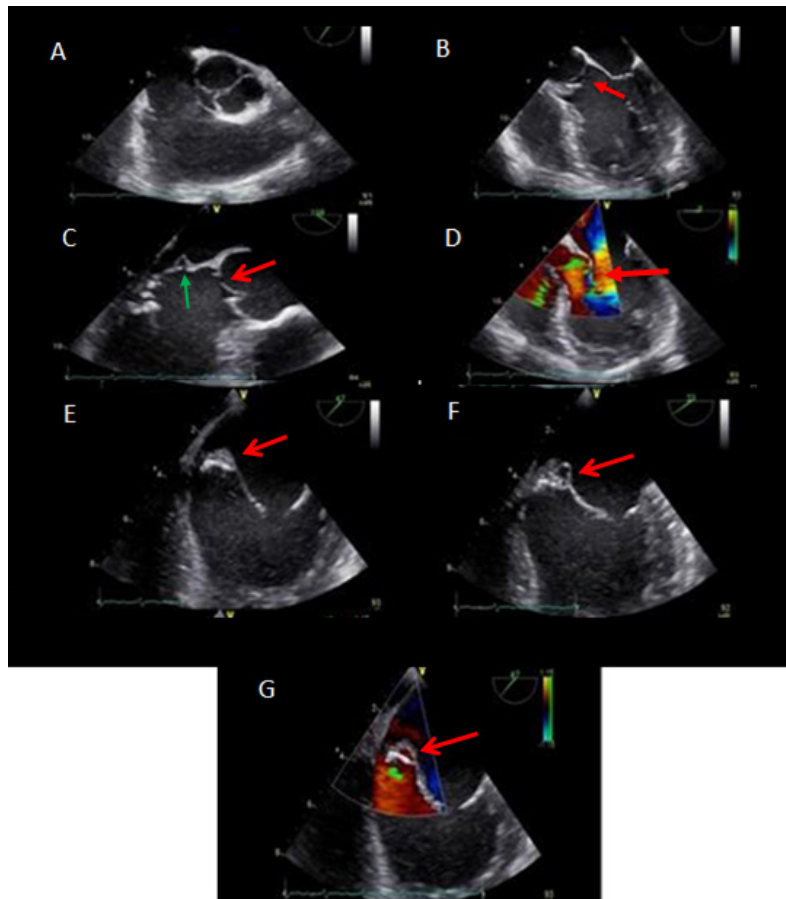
Ecocardiografía transesofágica A: Válvula aórtica bicúspide. B: Válvula aórtica perforada y con vegetaciones. C: Valva no coronariana con vegetación y perforada (flecha roja) y valva anterior P2 con pseudoaneurisma (flecha verde). D: La dirección del flujo de la regurgitación aórtica contacta con la valva anterior de la mitral, mecanismo de “Kissing abscess” E: Absceso en la valva anterior mitral. F: Absceso y pseudoaneurisma de valva anterior mitral. G: Absceso y pseudoaneurisma mitral con Doppler color.
